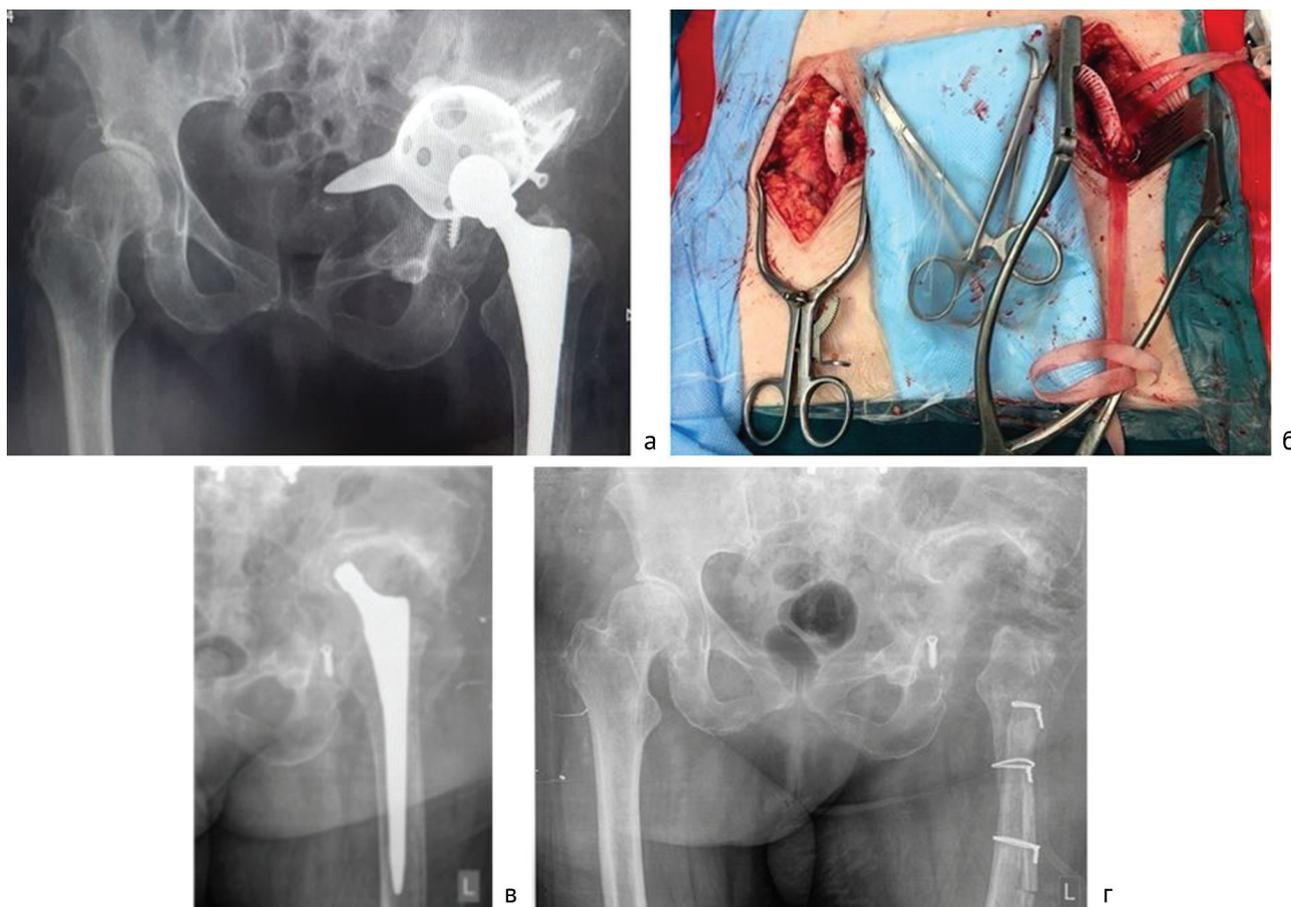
Интраоперационное фото и рентгенограммы таза пациентки Ш., 1954 г.р. Ds: миграция укрепляющей конструкции в полость малого таза, нестабильность и разрушение фланца протрузионного кольца Бурх-Шнайдер, состояние после первичного эндопротезирования левого тазобедренного сустава от 2006 г., ревизионного эндопротезирования левого тазобедренного сустава от 2013 г.: а – до операции; б – бедренно-бедренное справа-налево шунтирование; в – неполное удаление компонентов эндопротеза; г – после удаления стабильного бедренного компонента эндопротеза левого тазобедренного сустава, окончательной санации очага воспаления и стабилизации мягкими тканями
